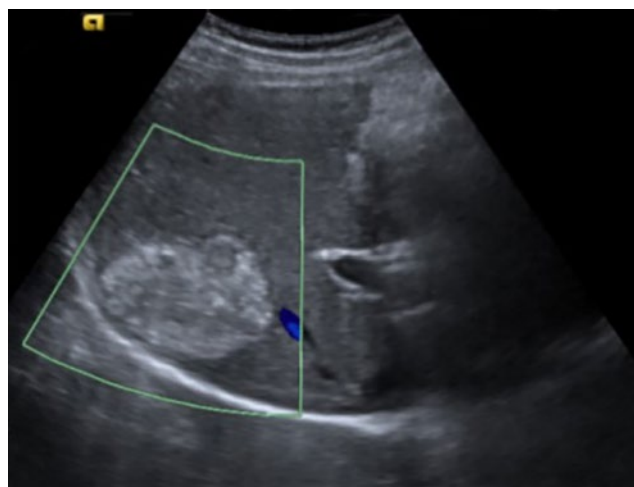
Hemangiomas hepáticos. Lesión hiperecogénica, bien delimitada. Puede presentar algo de refuerzo acústico posterior. Doppler color +/- en la periferia.
